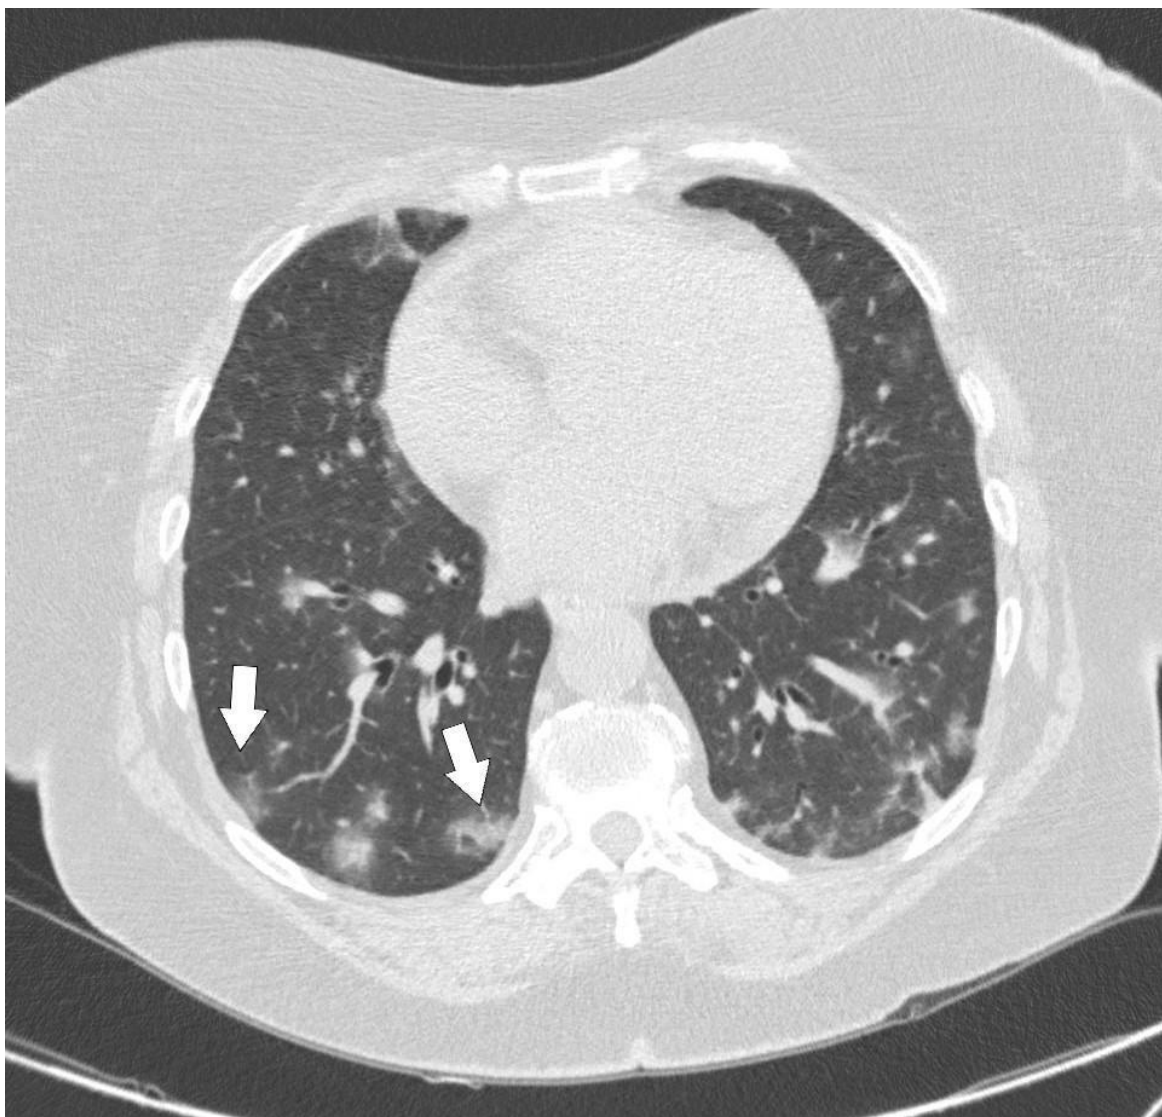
Tomografia de tórax em janela de pulmão. Opacidades nodulares com atenuação em vidro fosco predominantemente periféricas bilateralmente, relacionadas a pneumonia viral (setas).
